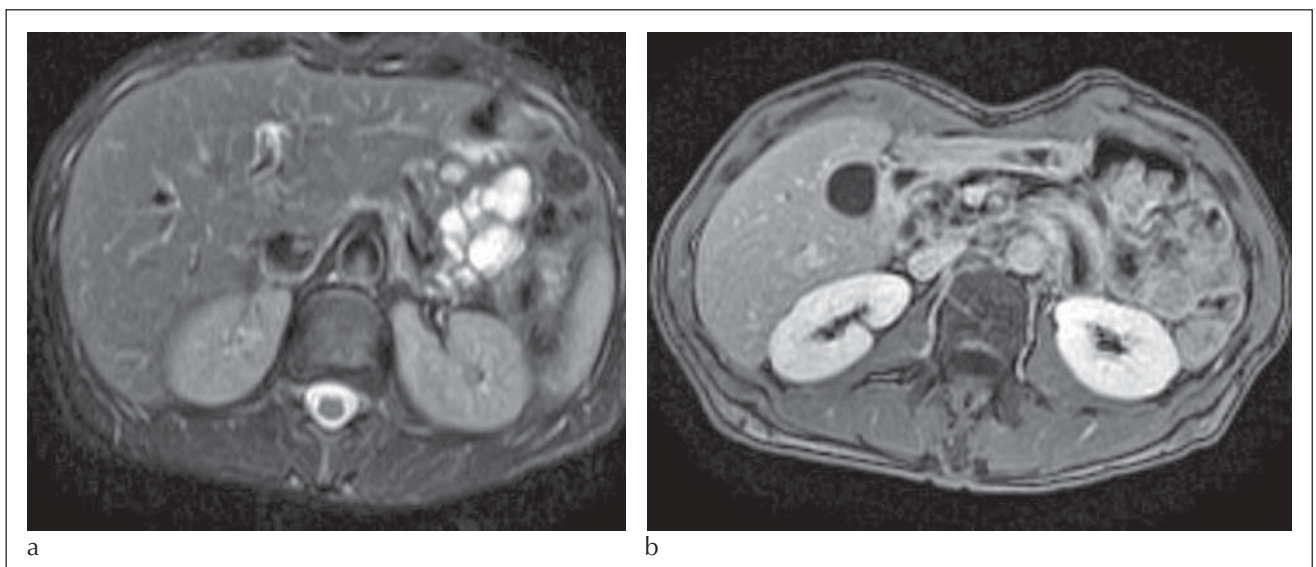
Intraductal papillary mucinous tumor (IPMT) des Pankreas, MRT: Zahlreiche zystische Läsionen mit Kontakt zum Ductus pancreaticus (a) und vereinzelte Kontrastmittel aufnehmenden Septen (b).
